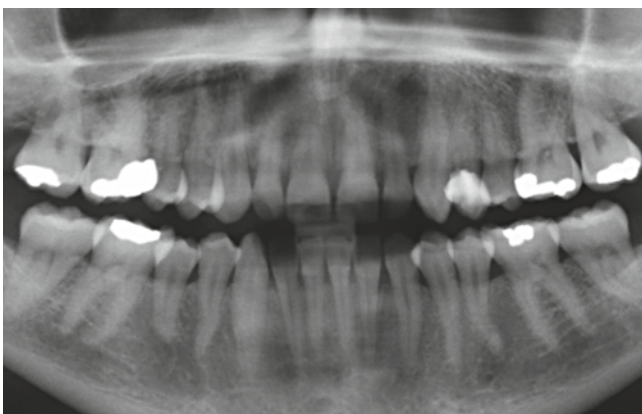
Röntgenologischer Befund präoperativ
